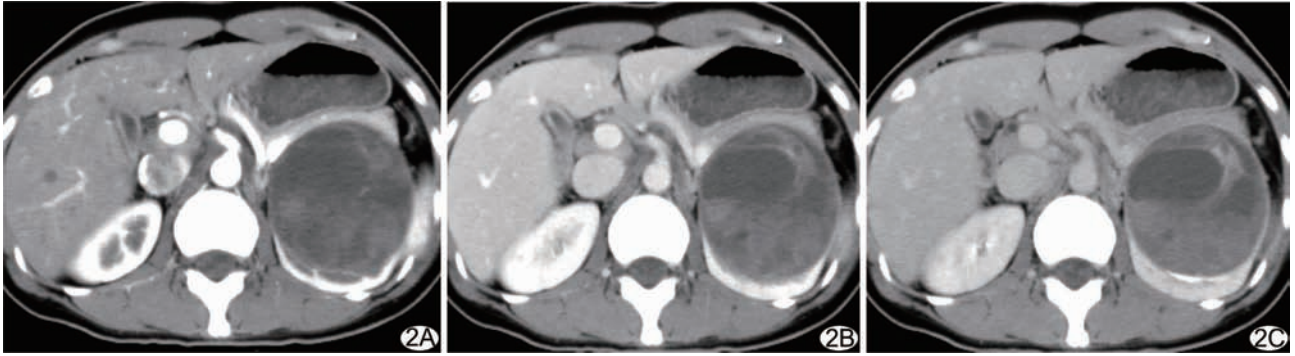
左肾 pPNET 增强 CT 图像 A. 皮质期肿瘤不均匀轻度强化, 可见假包膜与间隔, 坏死囊变明显; B. 实质期强化稍增强; C. 强化延至排泄期
